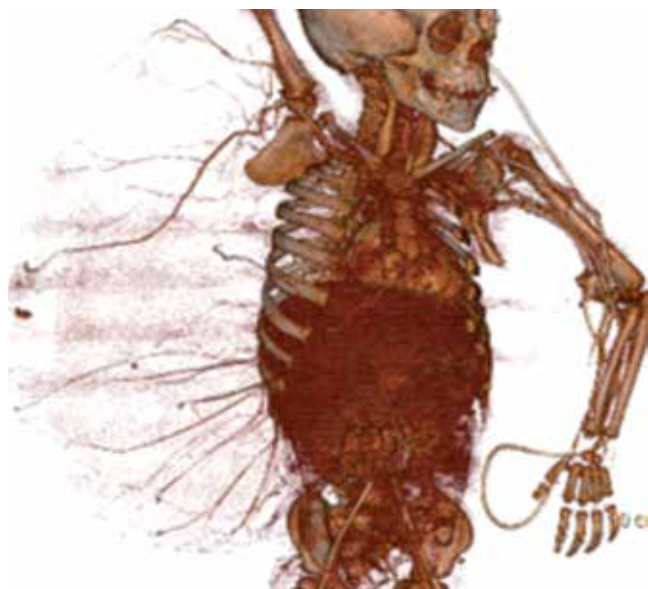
Angiotomografía.
